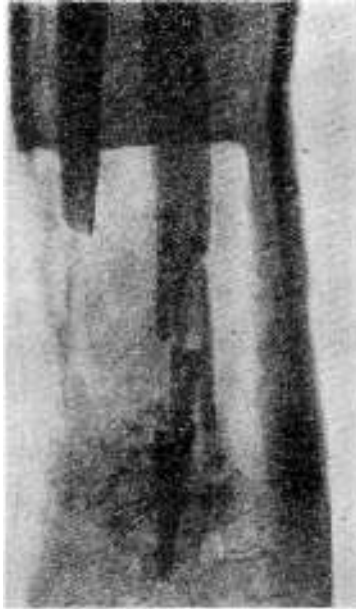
Caso N° 2. — Radiografía después de la segunda intervención en la que se ha colocado un nuevo injerto que une la extremidad del injerto primitivo a los huesos del carpo.
